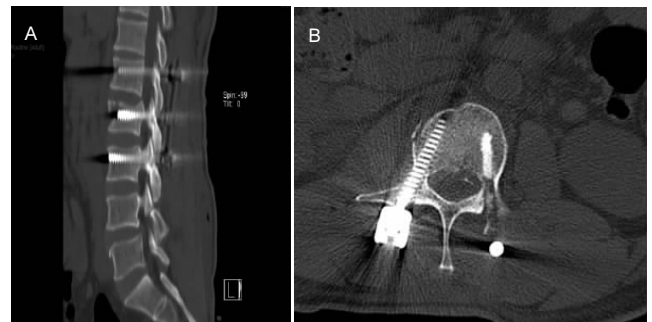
男性 45 岁 L₂ 骨折患者术后腰椎 CT 片
